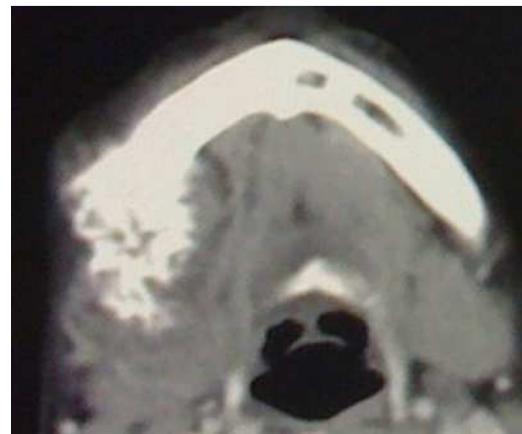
TDM de la face en coupe axiale passant par la mandibule montrant une formation osseuse au dépens de l'hémi-mandibule droite d'aspect réticulé en rayon de miel.
